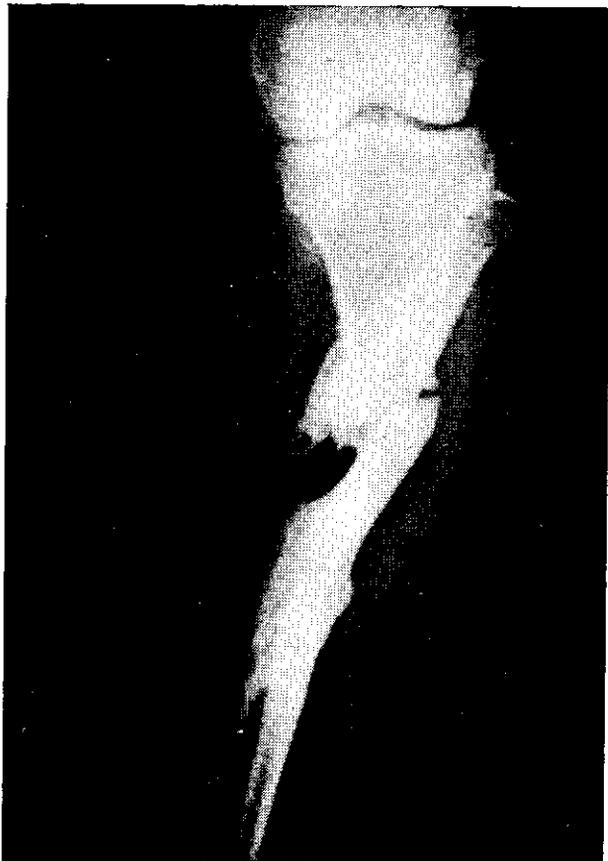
C. L.—Radiografía pre-operatoria.
